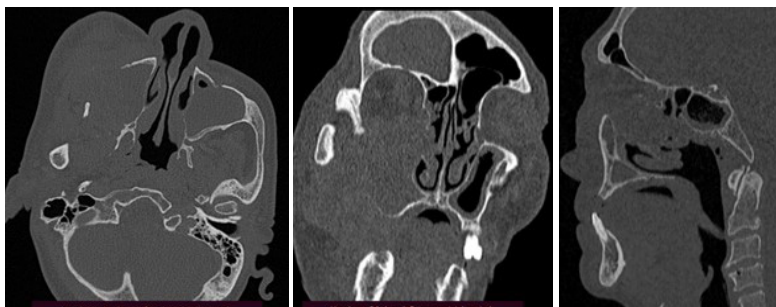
КТ-картина: тень образования верхне-челюстной пазухи, с деструкцией костных стенок, с распространением на твердое небо, мягкие ткани щеки, ретромаксиллярную область, орбиту, основание черепа
